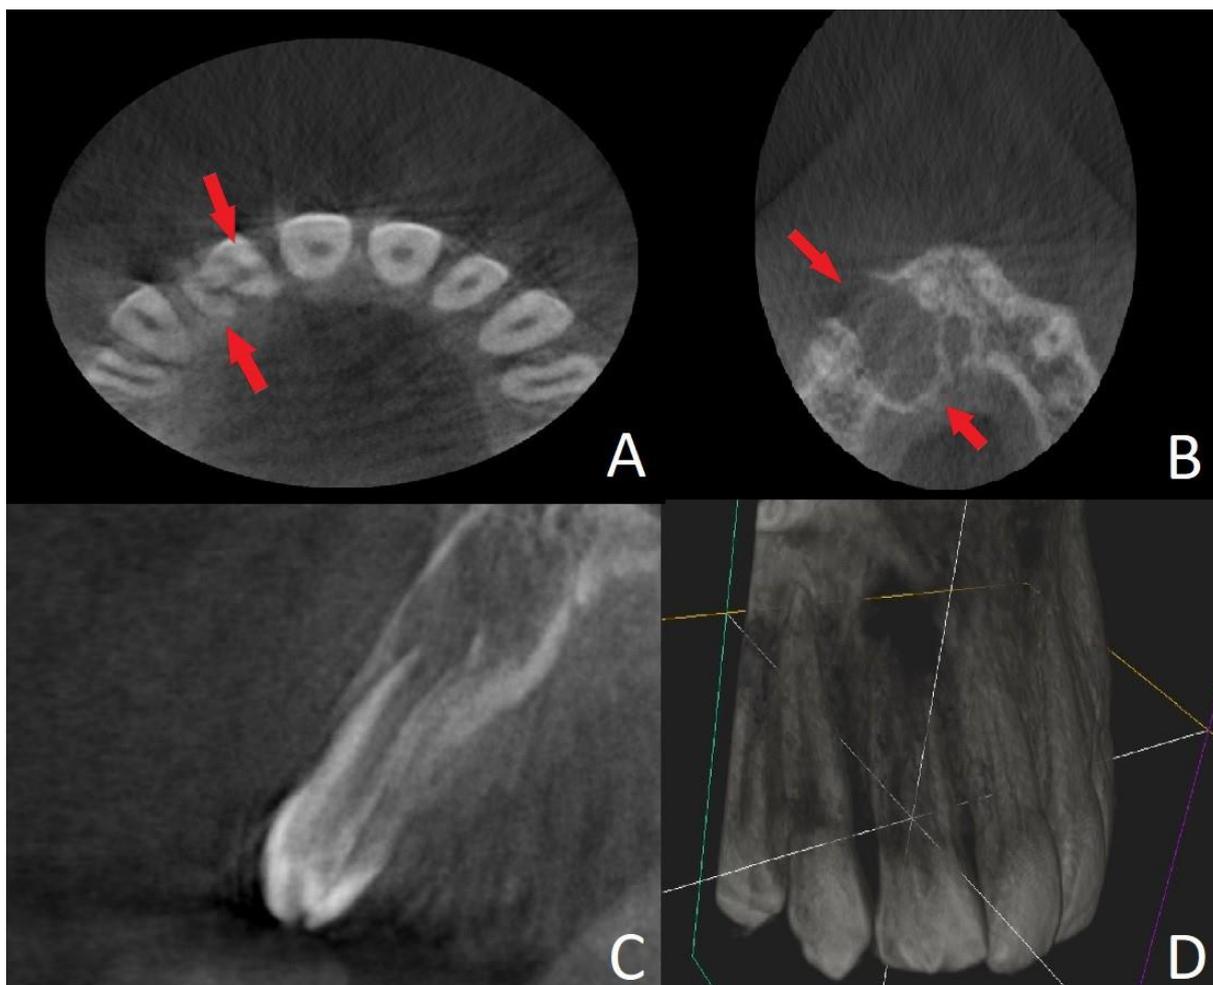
A: Tomografia computadorizada de feixe cônico confirmando a localização dos canais (corte axial). B: Confirmação da perda da cortical óssea vestibular e palatina (corte axial). C: Ausência de fechamento apical (corte axial) e D: Reconstrução 3D da unidade.
